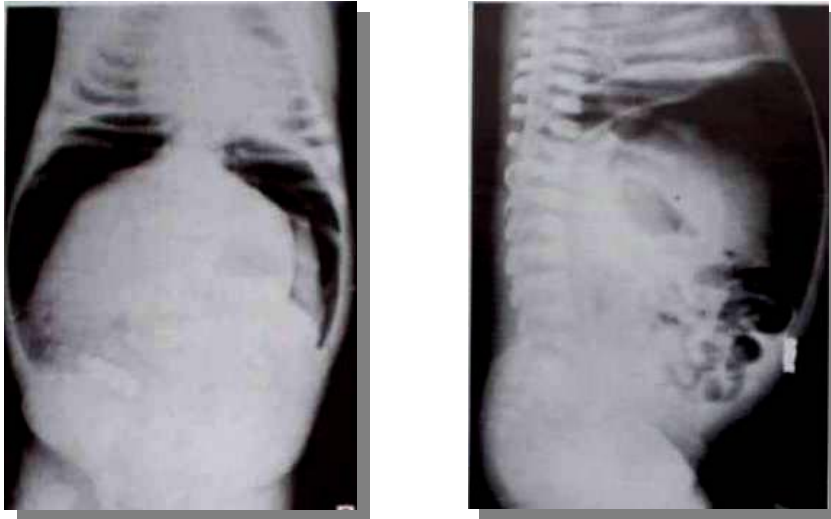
Обзорная рентгенография брюшной полости при перфорации полого органа у новорожденного в прямой и боковой проекциях (виден свободный газ в брюшной полости)
